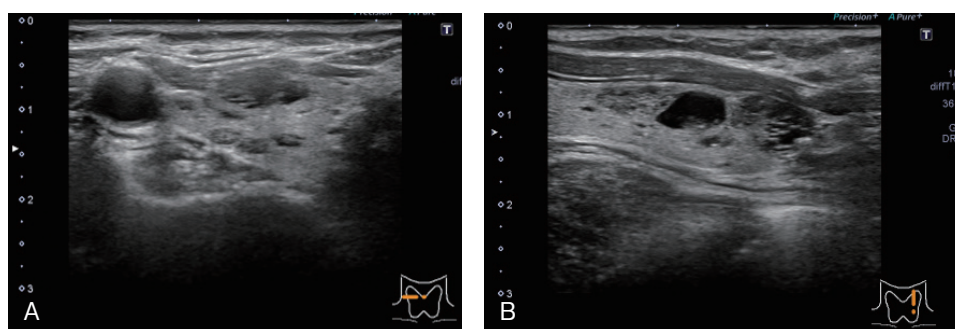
A, 図2 B 甲状腺超音波検査, 甲状腺両葉に, 最大径21.7mmの多数の嚢胞や結節
